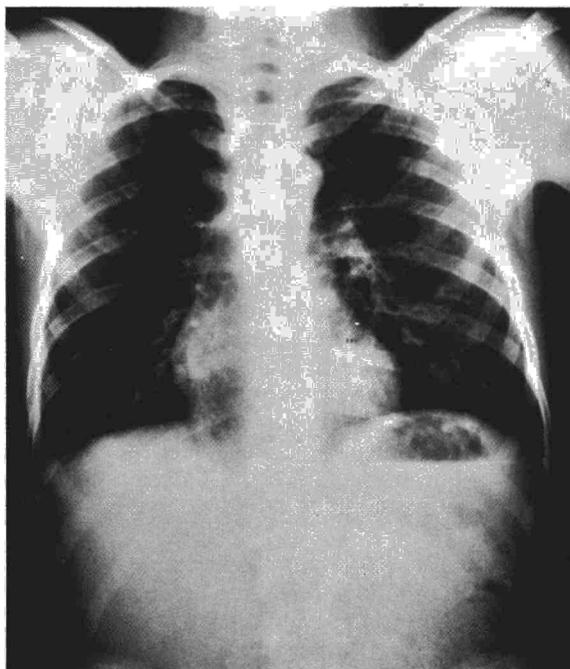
Radiografía de tórax con infiltrado basal posterior derecho.
